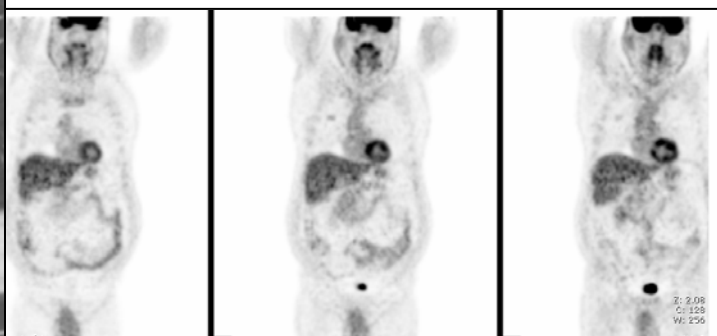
Nodulo GGO che mostra una debole captazione (low SUV) alla FDG-PET.
